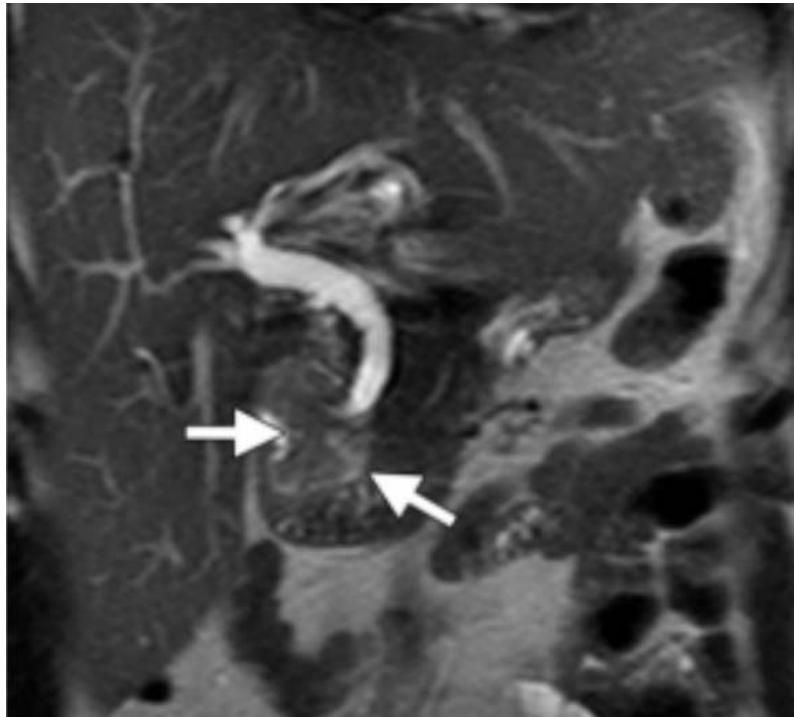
Bili-IRM montrant masse lobulée légèrement hyper-intense (flèches)provenant de l'ampoule, avec dilatation de la VBP.
